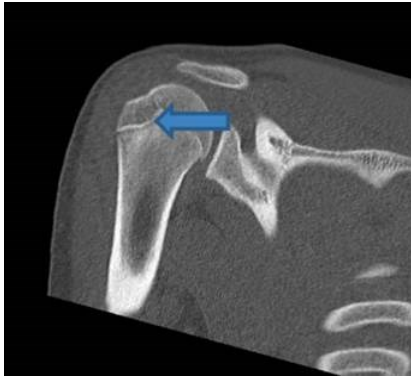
Coronale CT zeigt Irregularität der Epiphyse (blauer Pfeil) (124)
